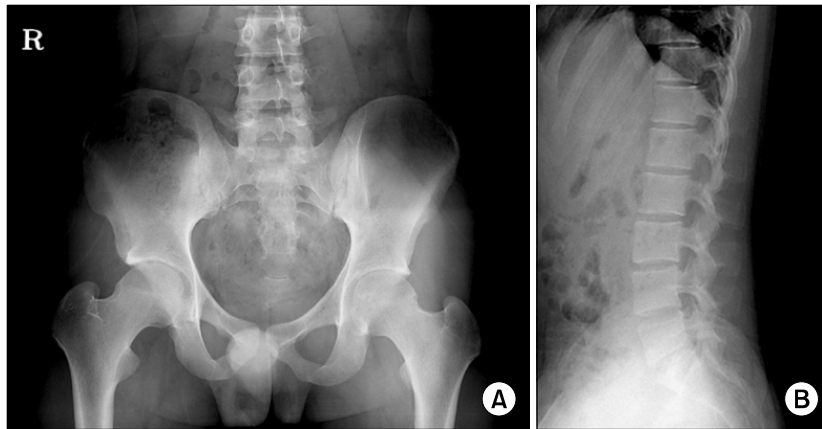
(A) Anteroposterior radiograph of the pelvis showing multiple periarticular erosions and sclerosis of both sacroiliac joints. (B) Radiograph of the lateral lumbar spine with squaring of vertebrae.
